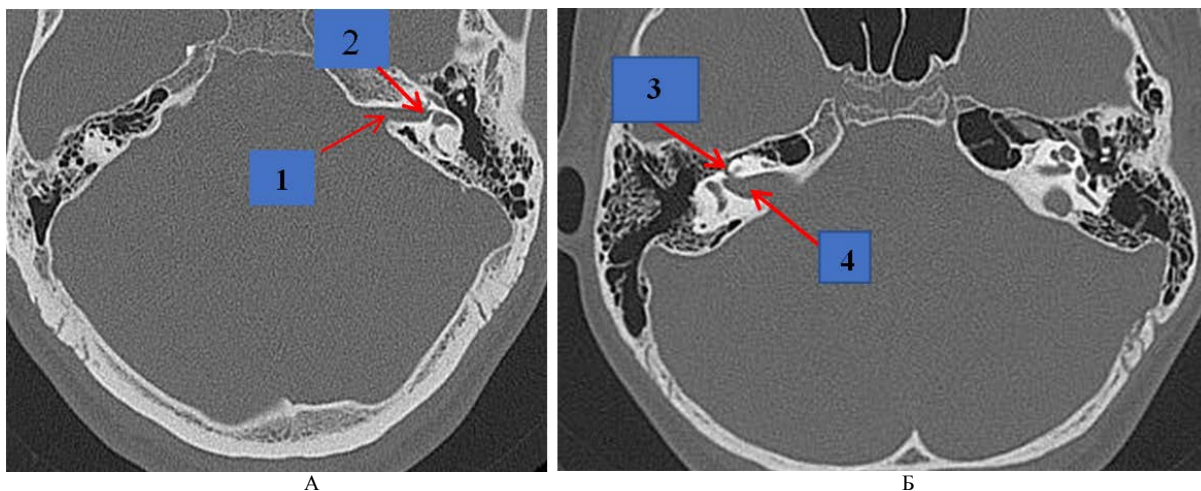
Компьютерная томограмма в аксиальной проекции: А – пациентка 44 лет; Б – пациент 12 лет. 1 – входное отверстие лицевого канала; 2 – лабиринтный сегмент лицевого канала; 3 – первое колено лицевого канала; 4 – лабиринтный сегмент лицевого канала
